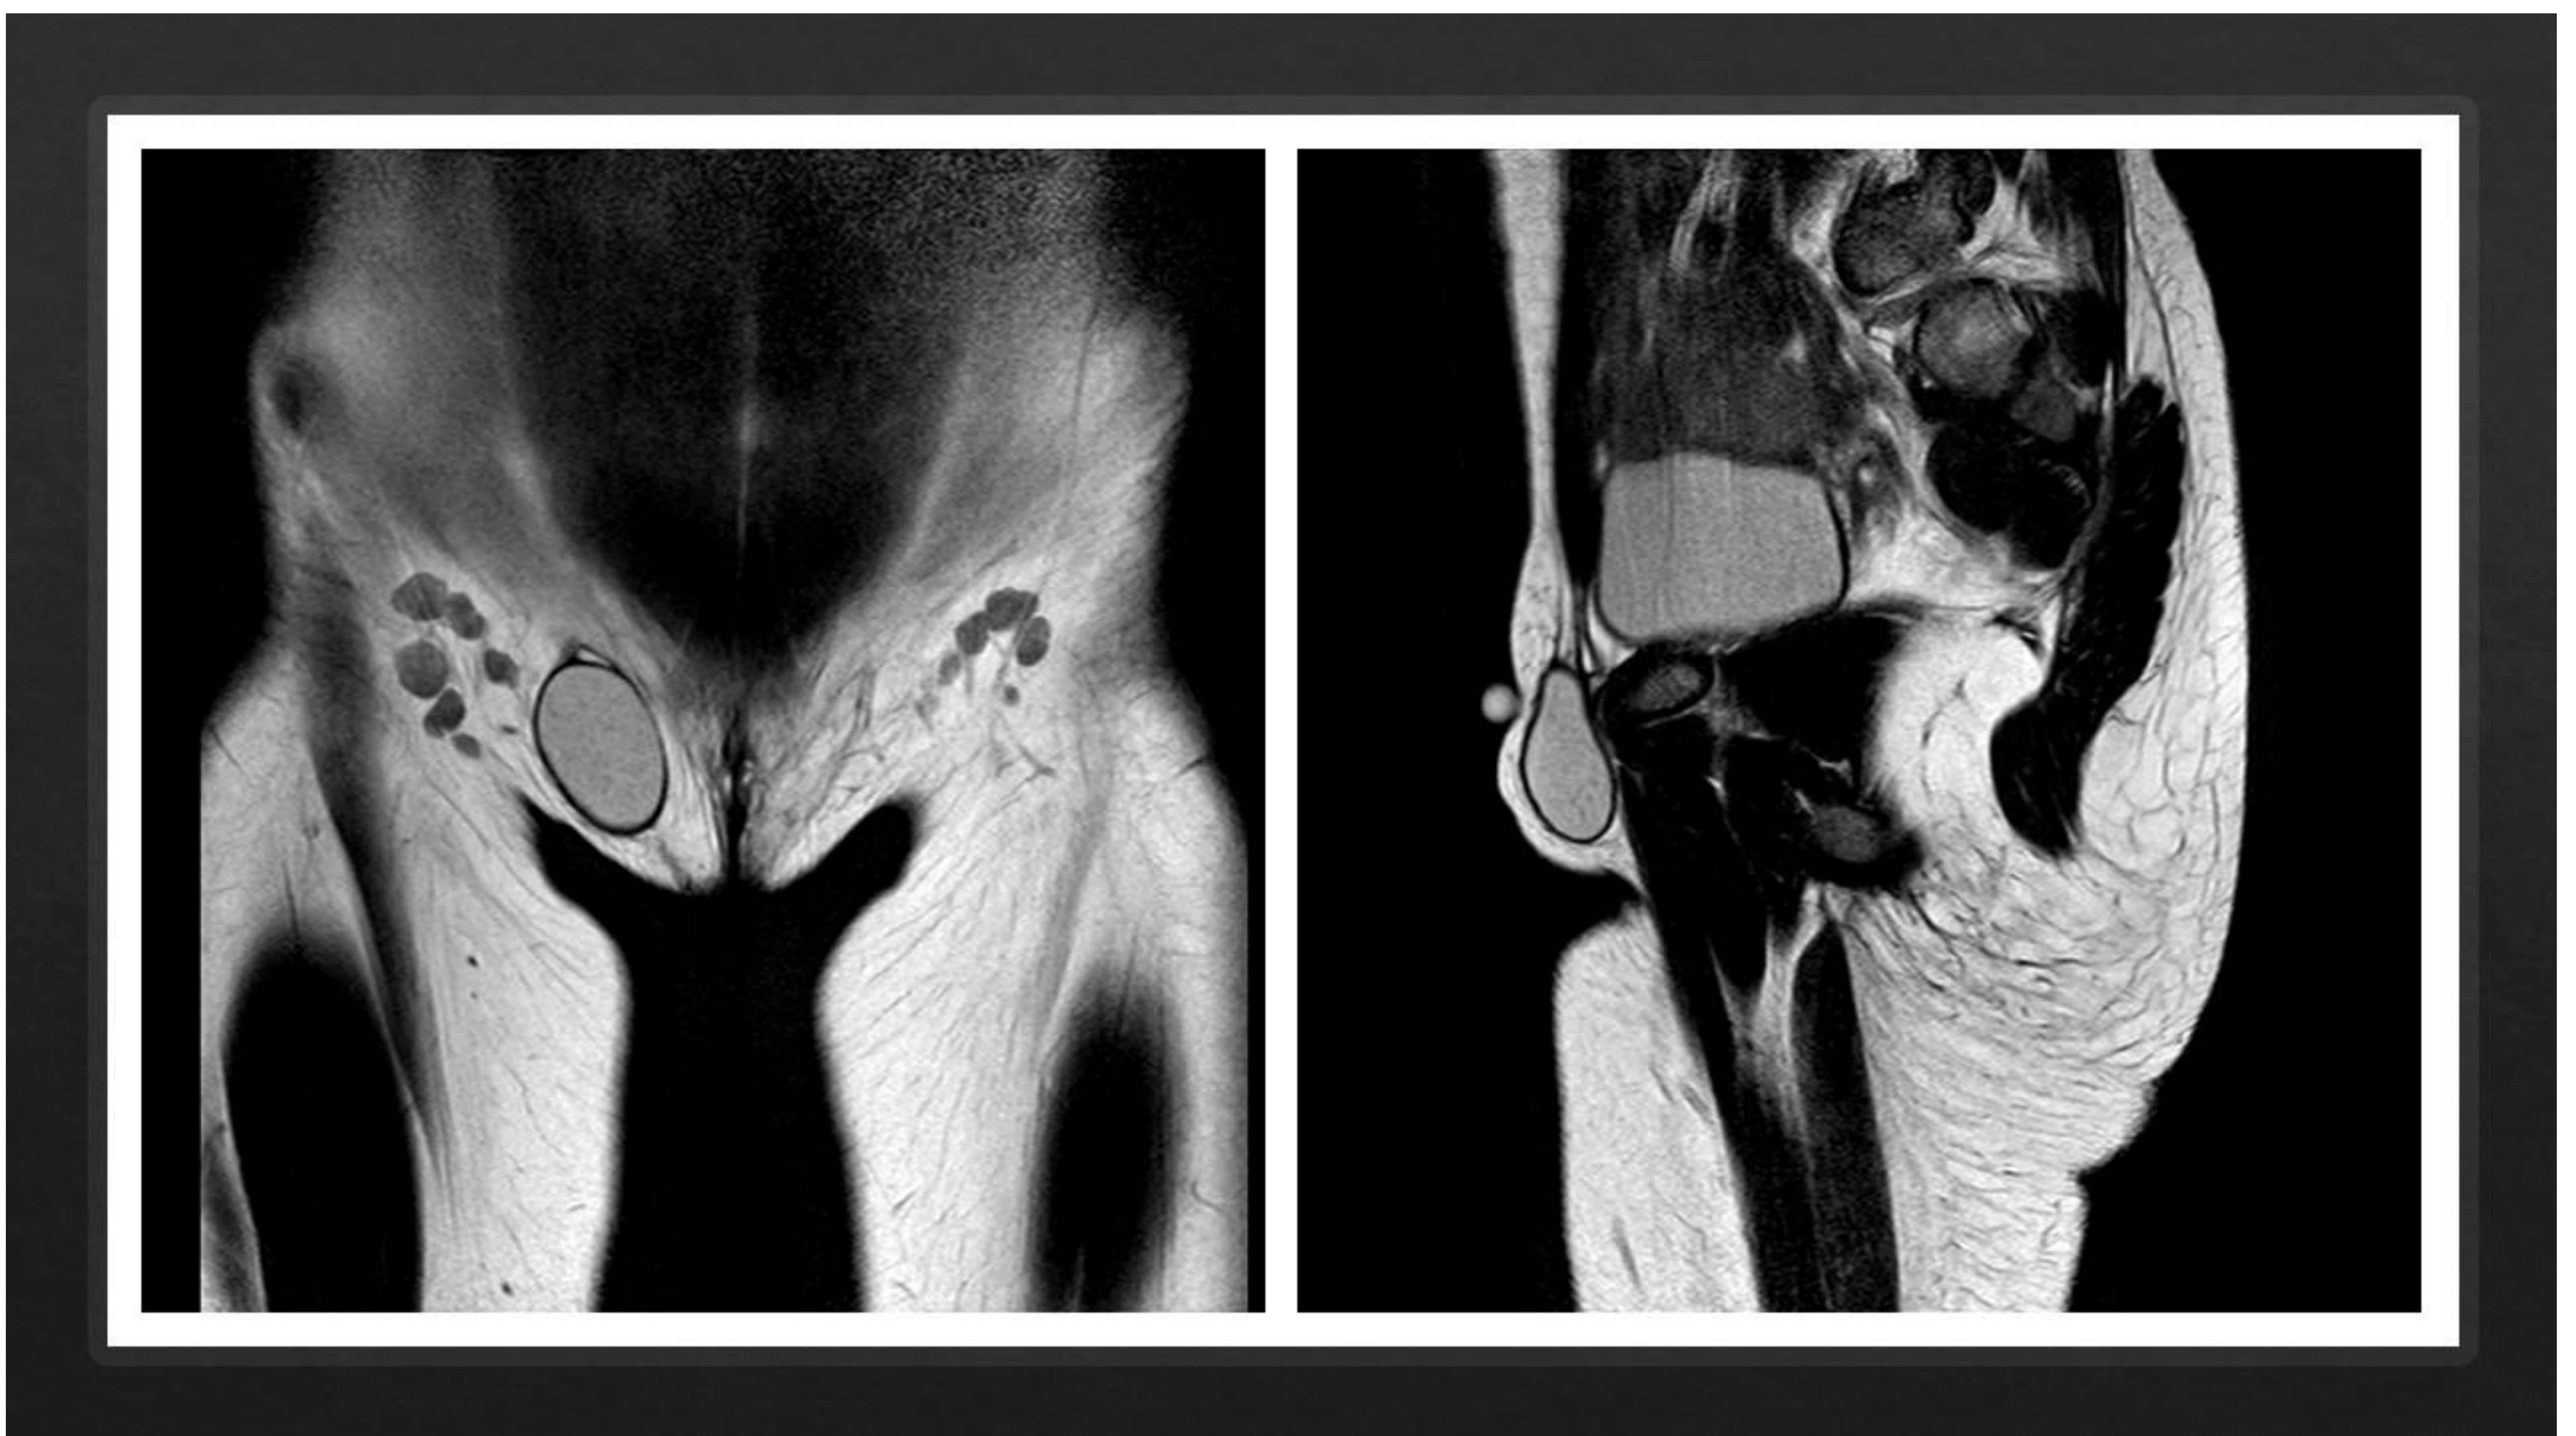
Quiste de Nuck.* RM de una niña de 4 meses con una lesión quística de pared fina en el conducto inguinal derecho.
